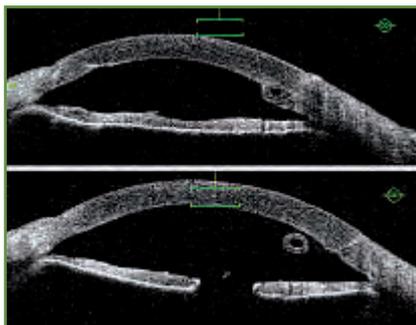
Extrémité intra-oculaire d'une valve d'Ahmed visible en tomographie par cohérence optique (OCT Visante).
